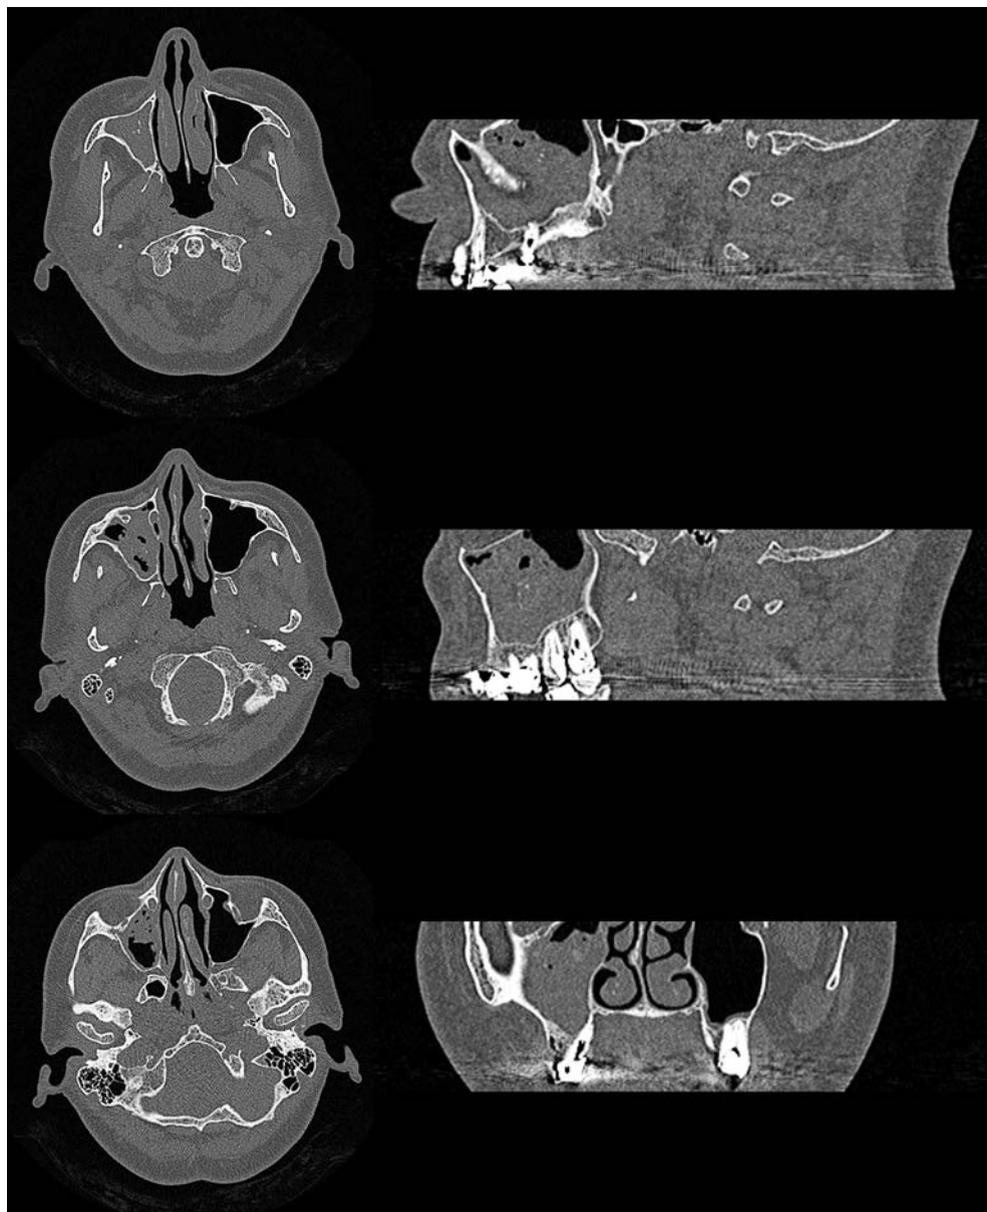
Компьютерная томография придаточных пазух носа: субтотальное затемнение правой верхнечелюстной пазухи с неоднородными включениями повышенной плотности в центре (не исключена мицетомы), в коронарной проекции виден пломбировочный материал, сообщающийся с полостью пазухи, деформация носовой перегородки.
